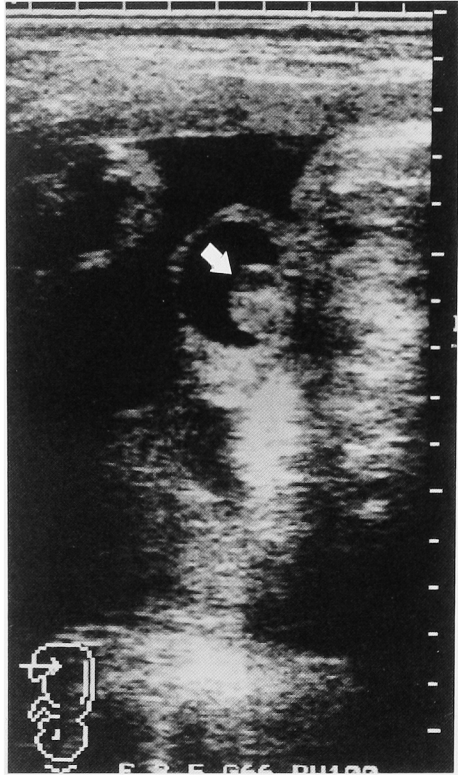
Ultrasonography at 38 weeks of gestation showed swelling of the right testis (arrow).
